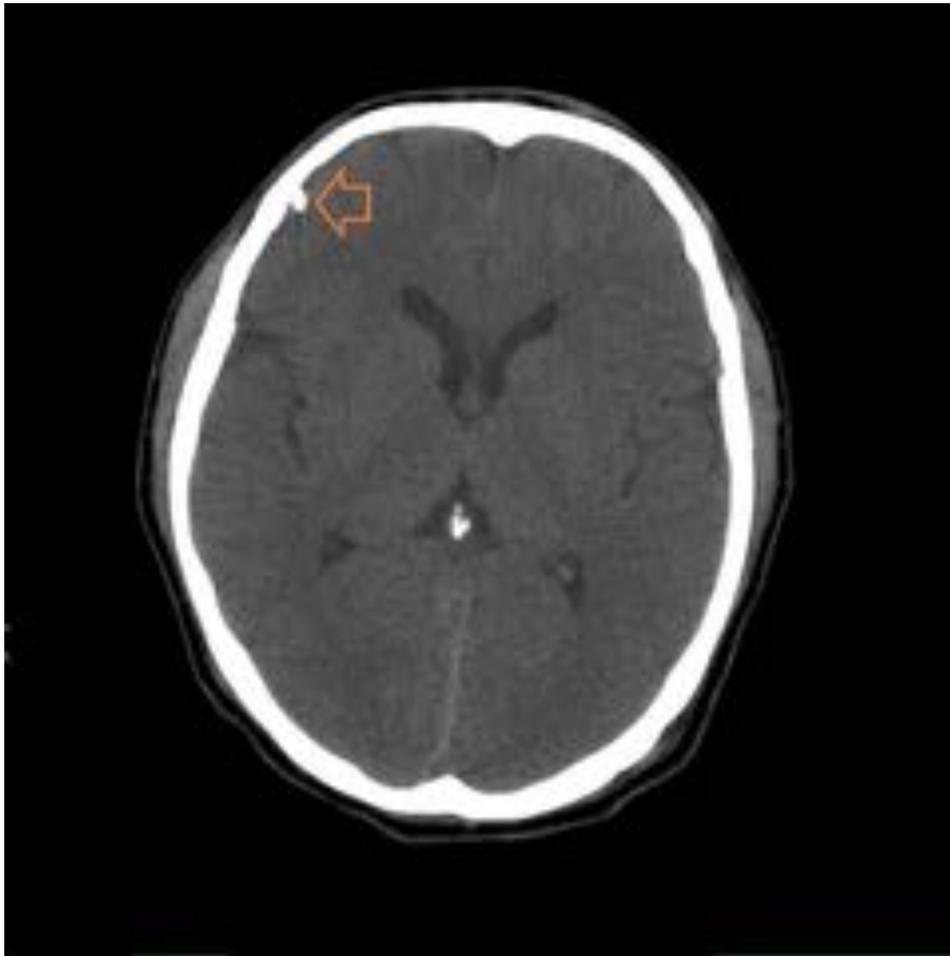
Paciente con TCE tras accidente de tráfico. TC Craneal sin CIV en el que se observa una progresión insuficiente del sensor de presión intracraneal, no alcanzando la SB del lóbulo frontal derecho (flecha naranja).
